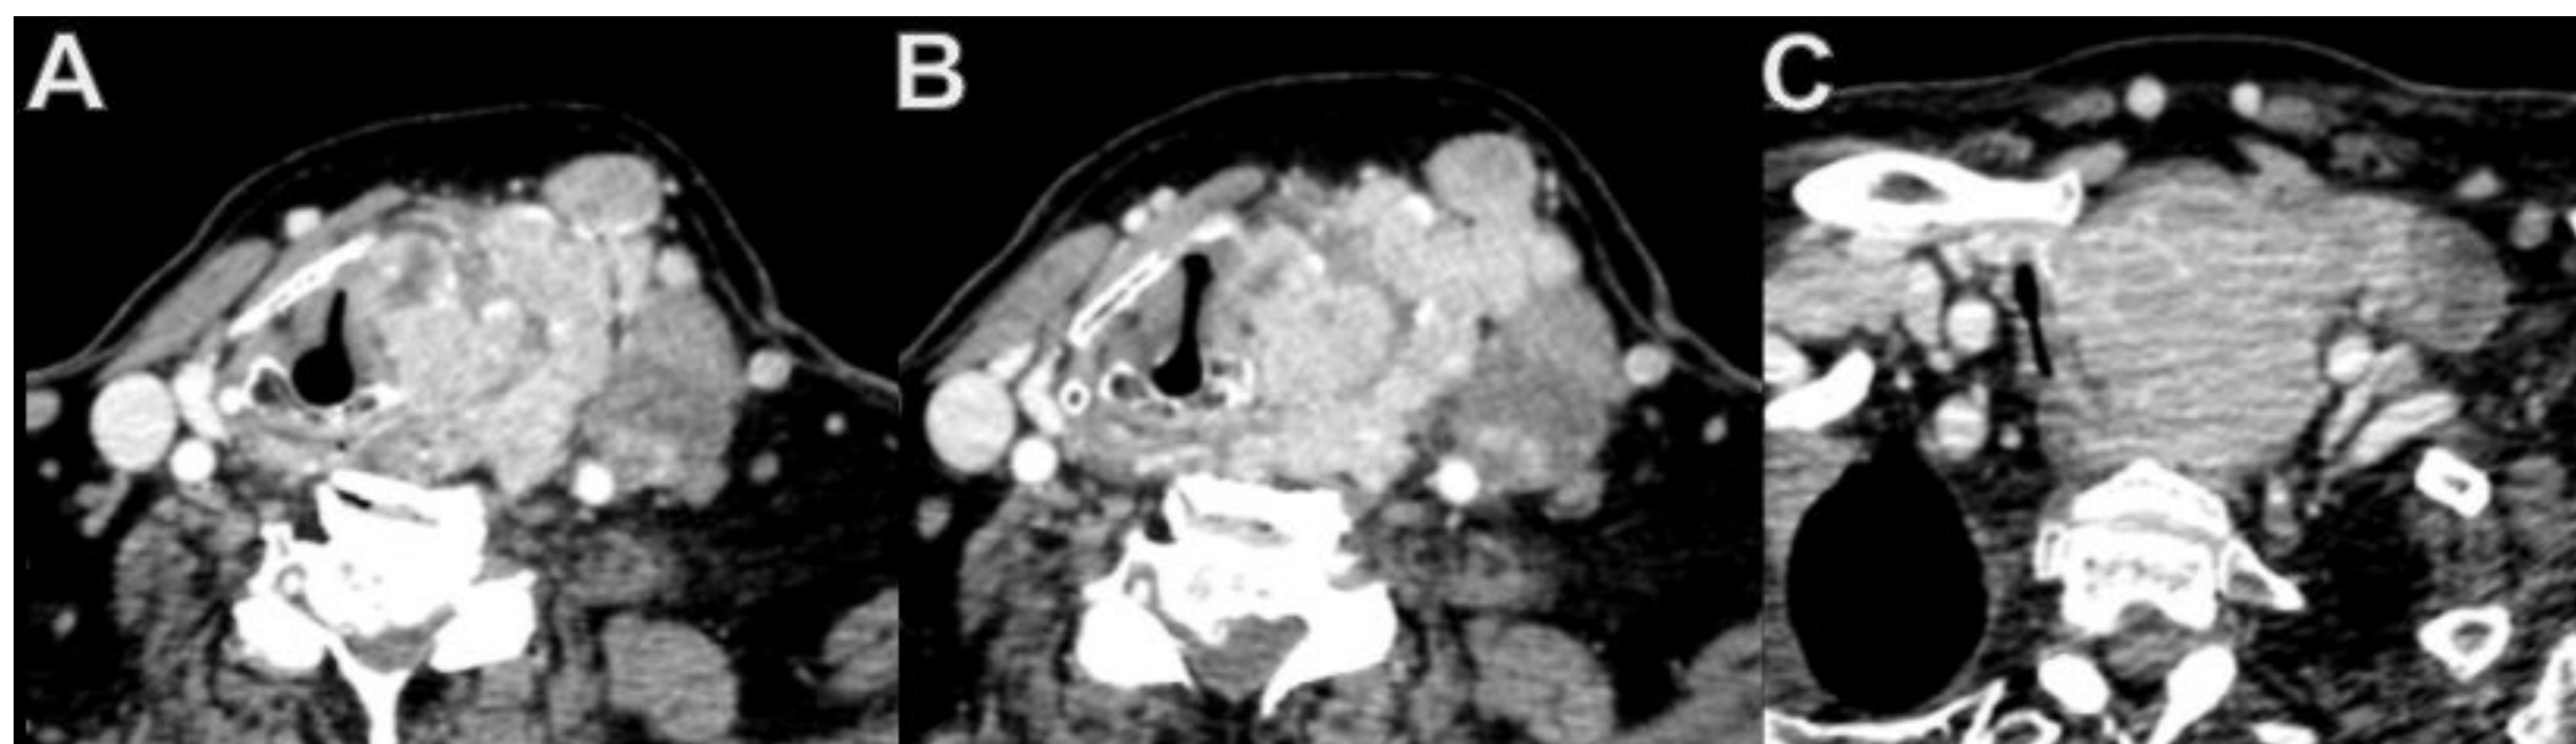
Carcinoma anaplásico de tiroides con invasión laríngea (T4a) en paciente con crisis asfícticas de repetición. Cortes axiales de TC de cuello con contraste intravenoso donde se observa una masa tiroidea izquierda que destruye el ala tiroidea izquierda e infiltra el espacio paralaríngeo izquierdo, la banda, la glotis y subglotis izquierdas (A y B), con compresión y afilamiento de la luz traqueal (C).
